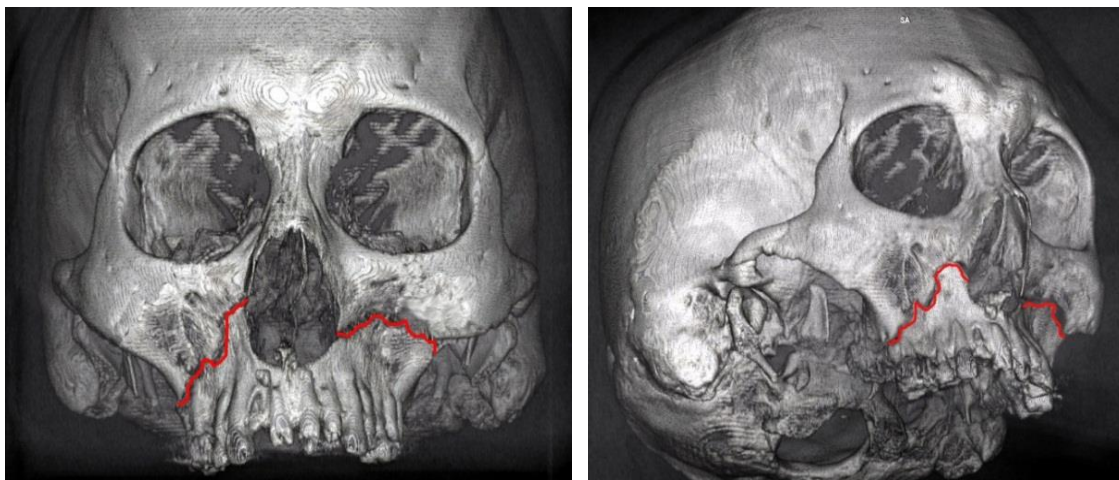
Спиральная компьютерная томография черепа, объемные реконструкции. Двусторонний перелом верхней челюсти типа Ле Фор I
